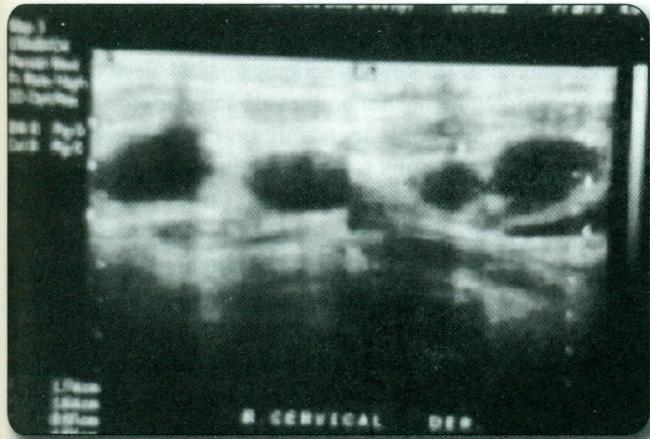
Ecografía de Cuello
